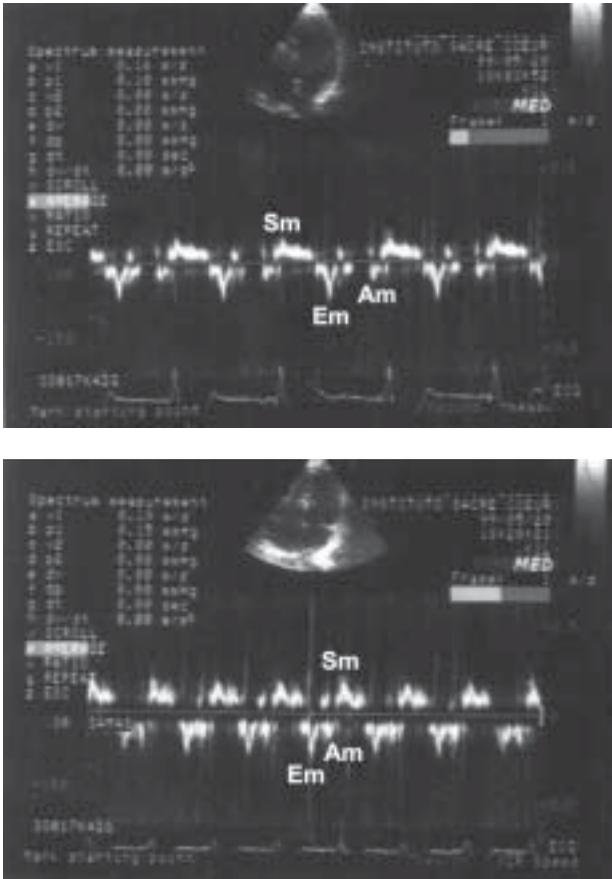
Registro del Doppler pulsado tisular obtenido en un paciente con enfermedad de Chagas. Vista apical de 4 cámaras, con volumen de muestra de 5 mm ubicado en el segmento medio septal del ventrículo izquierdo. Se observa registro basal (*imagen superior*) y con dosis máxima de dobutamina (*imagen inferior*).
